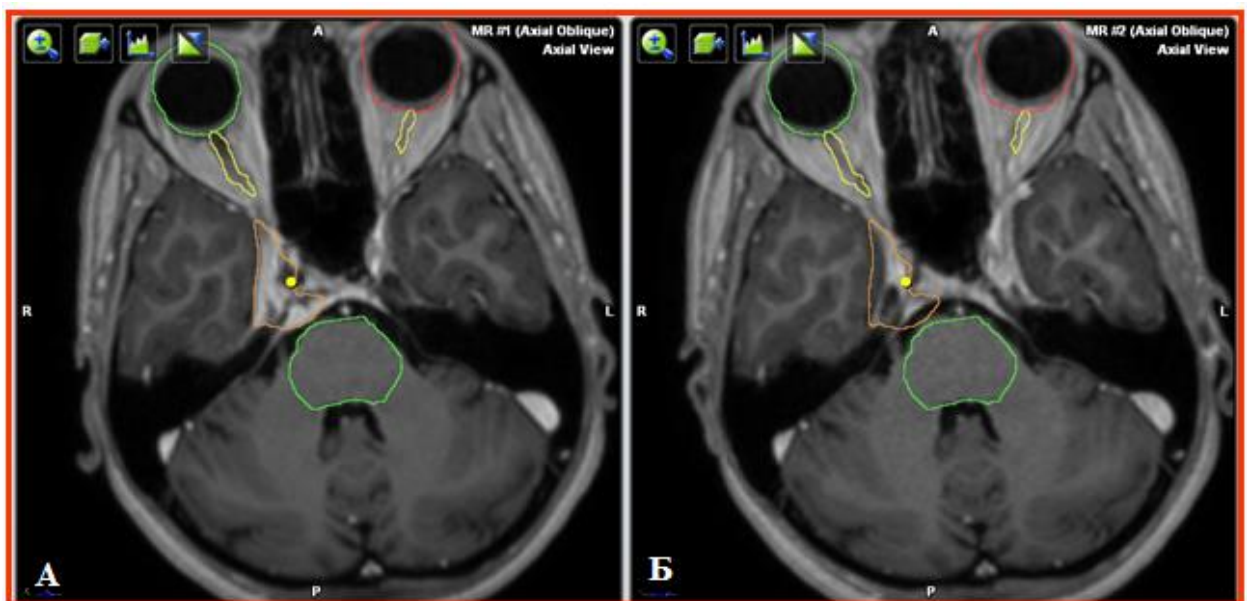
Спостереження №10. Хвора С-ка, 22 роки, історія хвороби №133954. Петрокливальна менінгіома праворуч. МРТ головного мозку (T133 + Gd): А — петрокливальна менінгіома праворуч до СРХ; Б — контрольне МРТ обстеження через 3 місяці після СРХ. Контур петрокливальної менінгіоми окреслено помаранчевим кольором, контур стовбуру головного мозку — зеленим.
